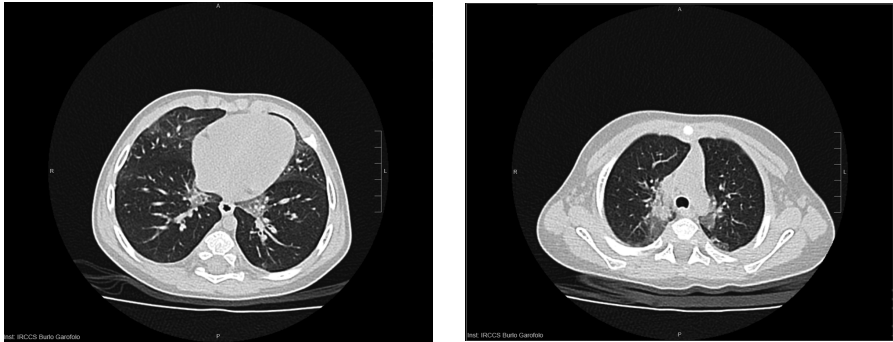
Immagini TC Torace che mostrano le tipiche aree a vetro smerigliato.
